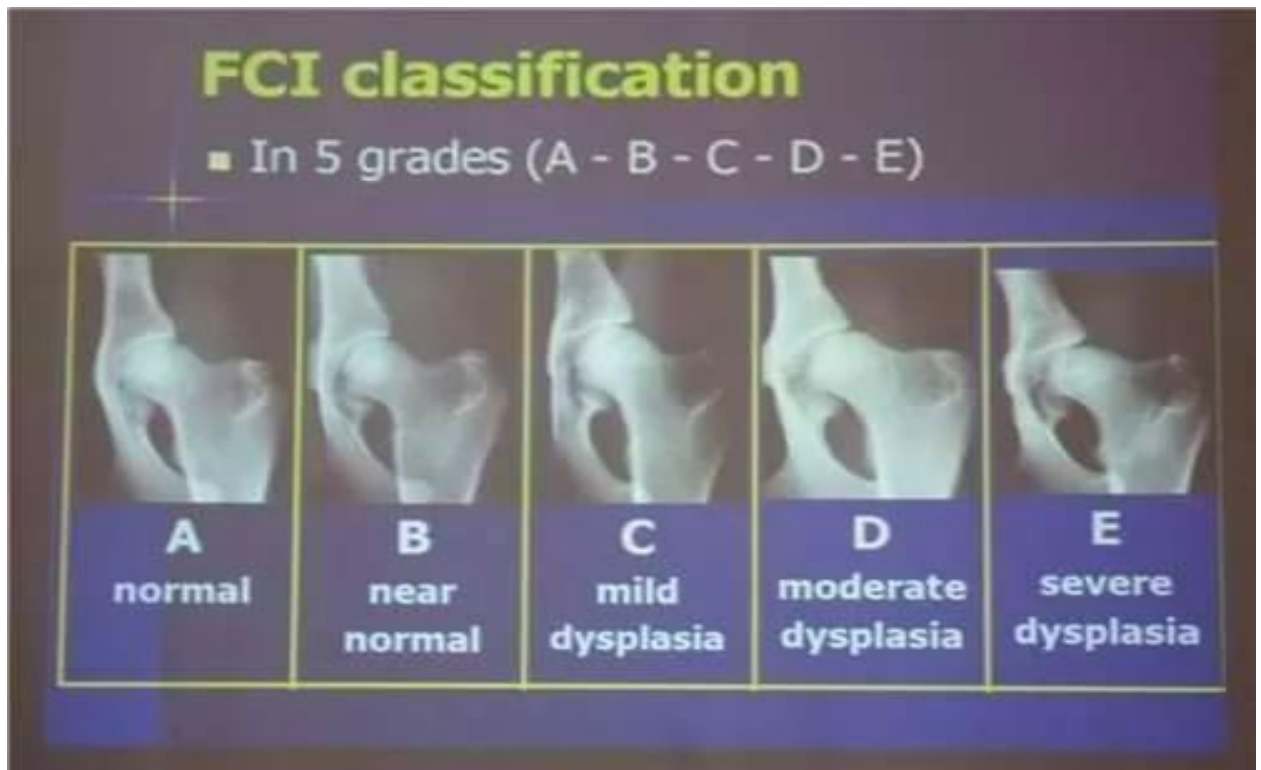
П'ять степенів дисплазії. Рентгенологічні зображення
